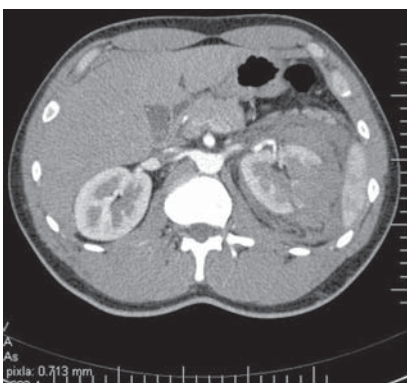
CT – subkapsulárny hematóm ľavej obličky po náraze bokom do mantinelu.
